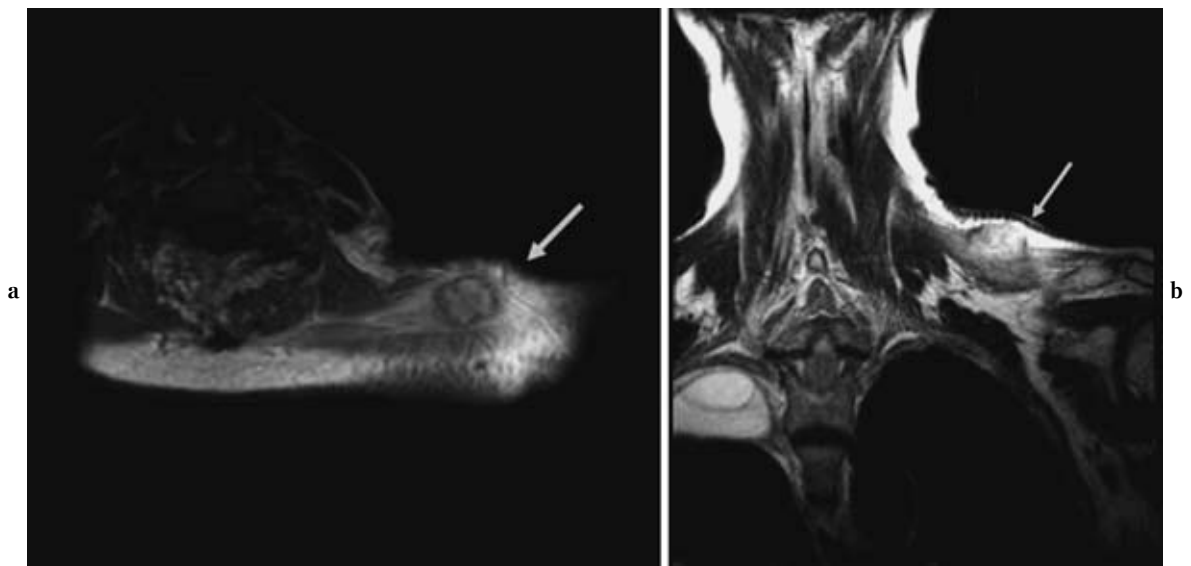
a, b) MRI demonstrated a high intensity lesion in the left trapezius muscle.
